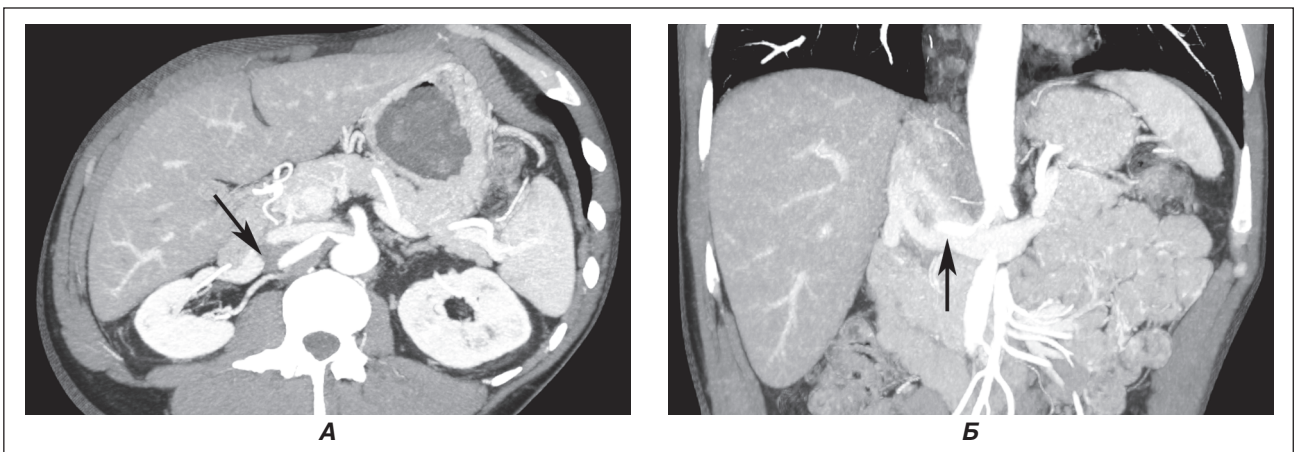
Дані МСКТ органів черевної порожнини з контрастним підсиленням після вогнепального поранення: косі проєкції для візуалізації критичного стенозу правої ниркової артерії
